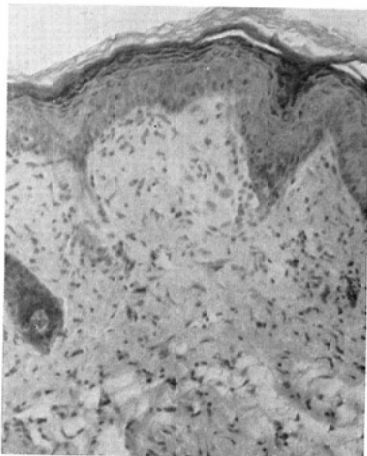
Section of skin, 30 days after single dose of 5000 rads of X-rays.
